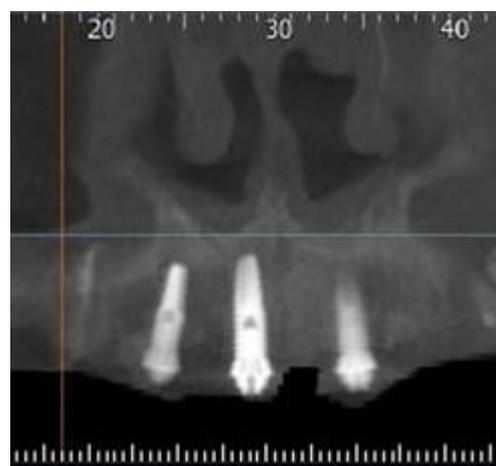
Tomografia inicial pré-cirúrgica
